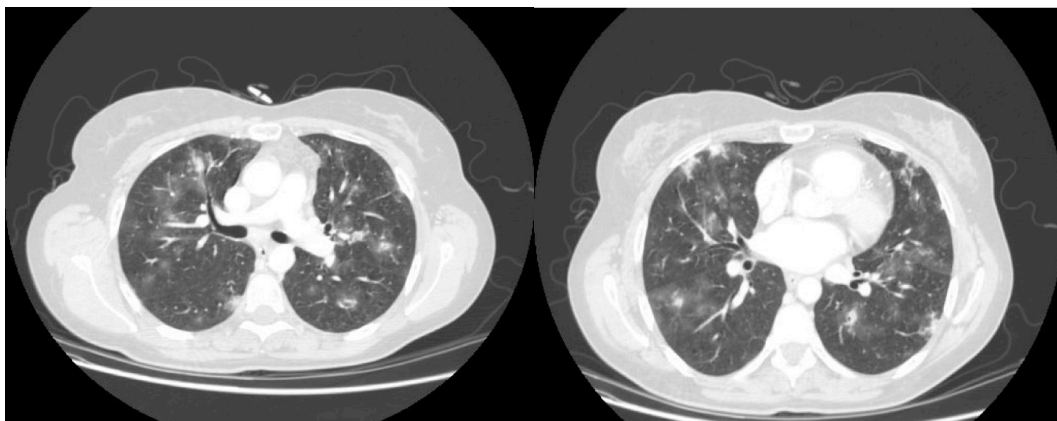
TC torácica que muestra infiltrados pulmonares pseudonodulares con halo en vidrio deslustrado bilaterales y periféricos
